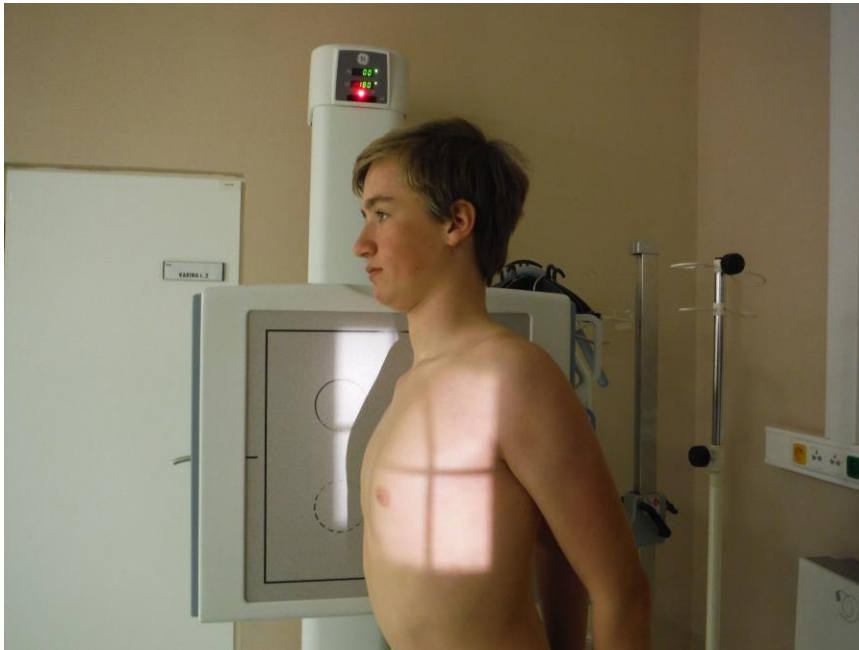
RTG snímek Hrudní kost PA šikmá⁶
